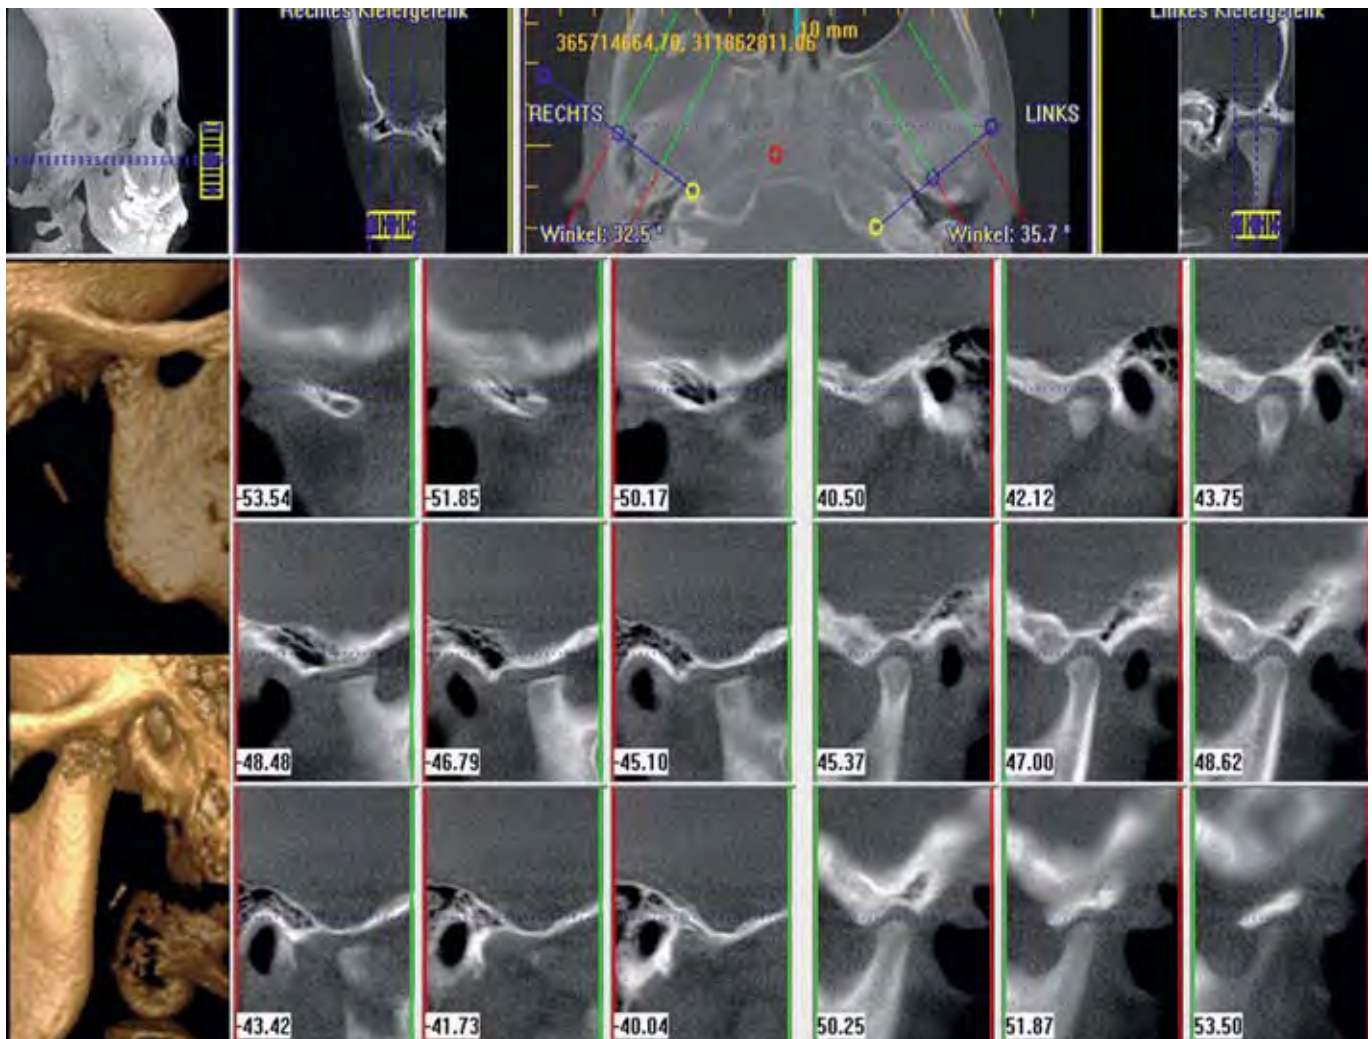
CT eines Patienten mit Juveniler Idiopathischer Arthritis: Das rechte Kiefergelenkköpfchen ist nicht ausgebildet, das linke deutlich reduziert. Aus den Schichtaufnahmen lassen sich 3-D-Darstellungen generieren.
